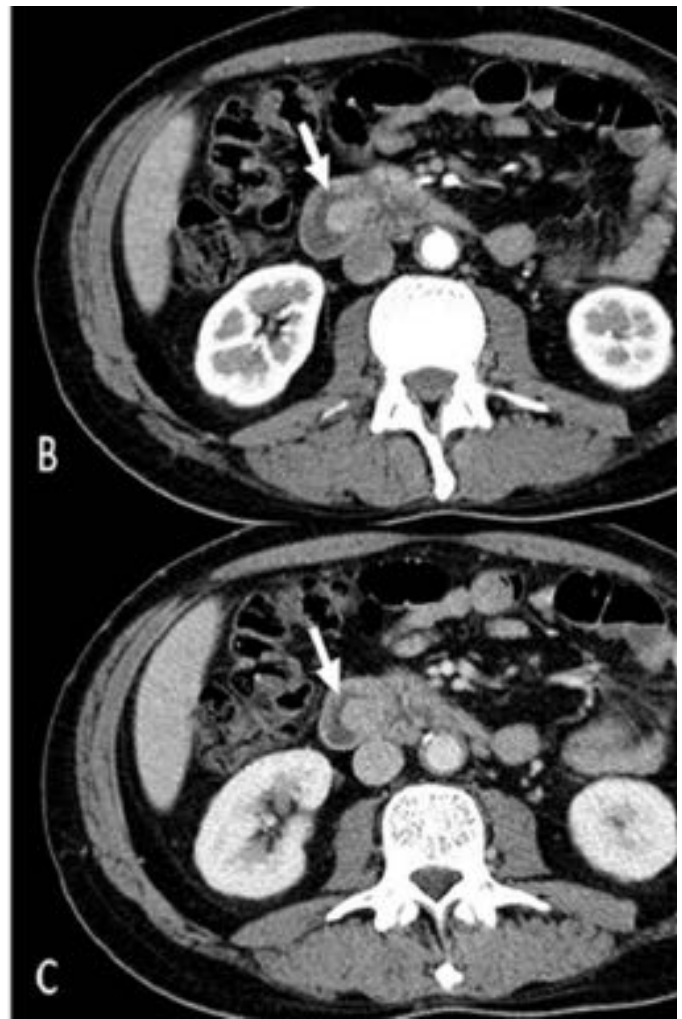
Carcinoma ampular. Imagen coronal de TC en fase portal (A). Pequeña masa ampular que protruye en el duodeno causando dilatación secundaria del árbol biliar. Cortes axiales de CT en fase arterial (B) y fase portal (C) muestran la masa protruyendo en el duodeno (flechas).
